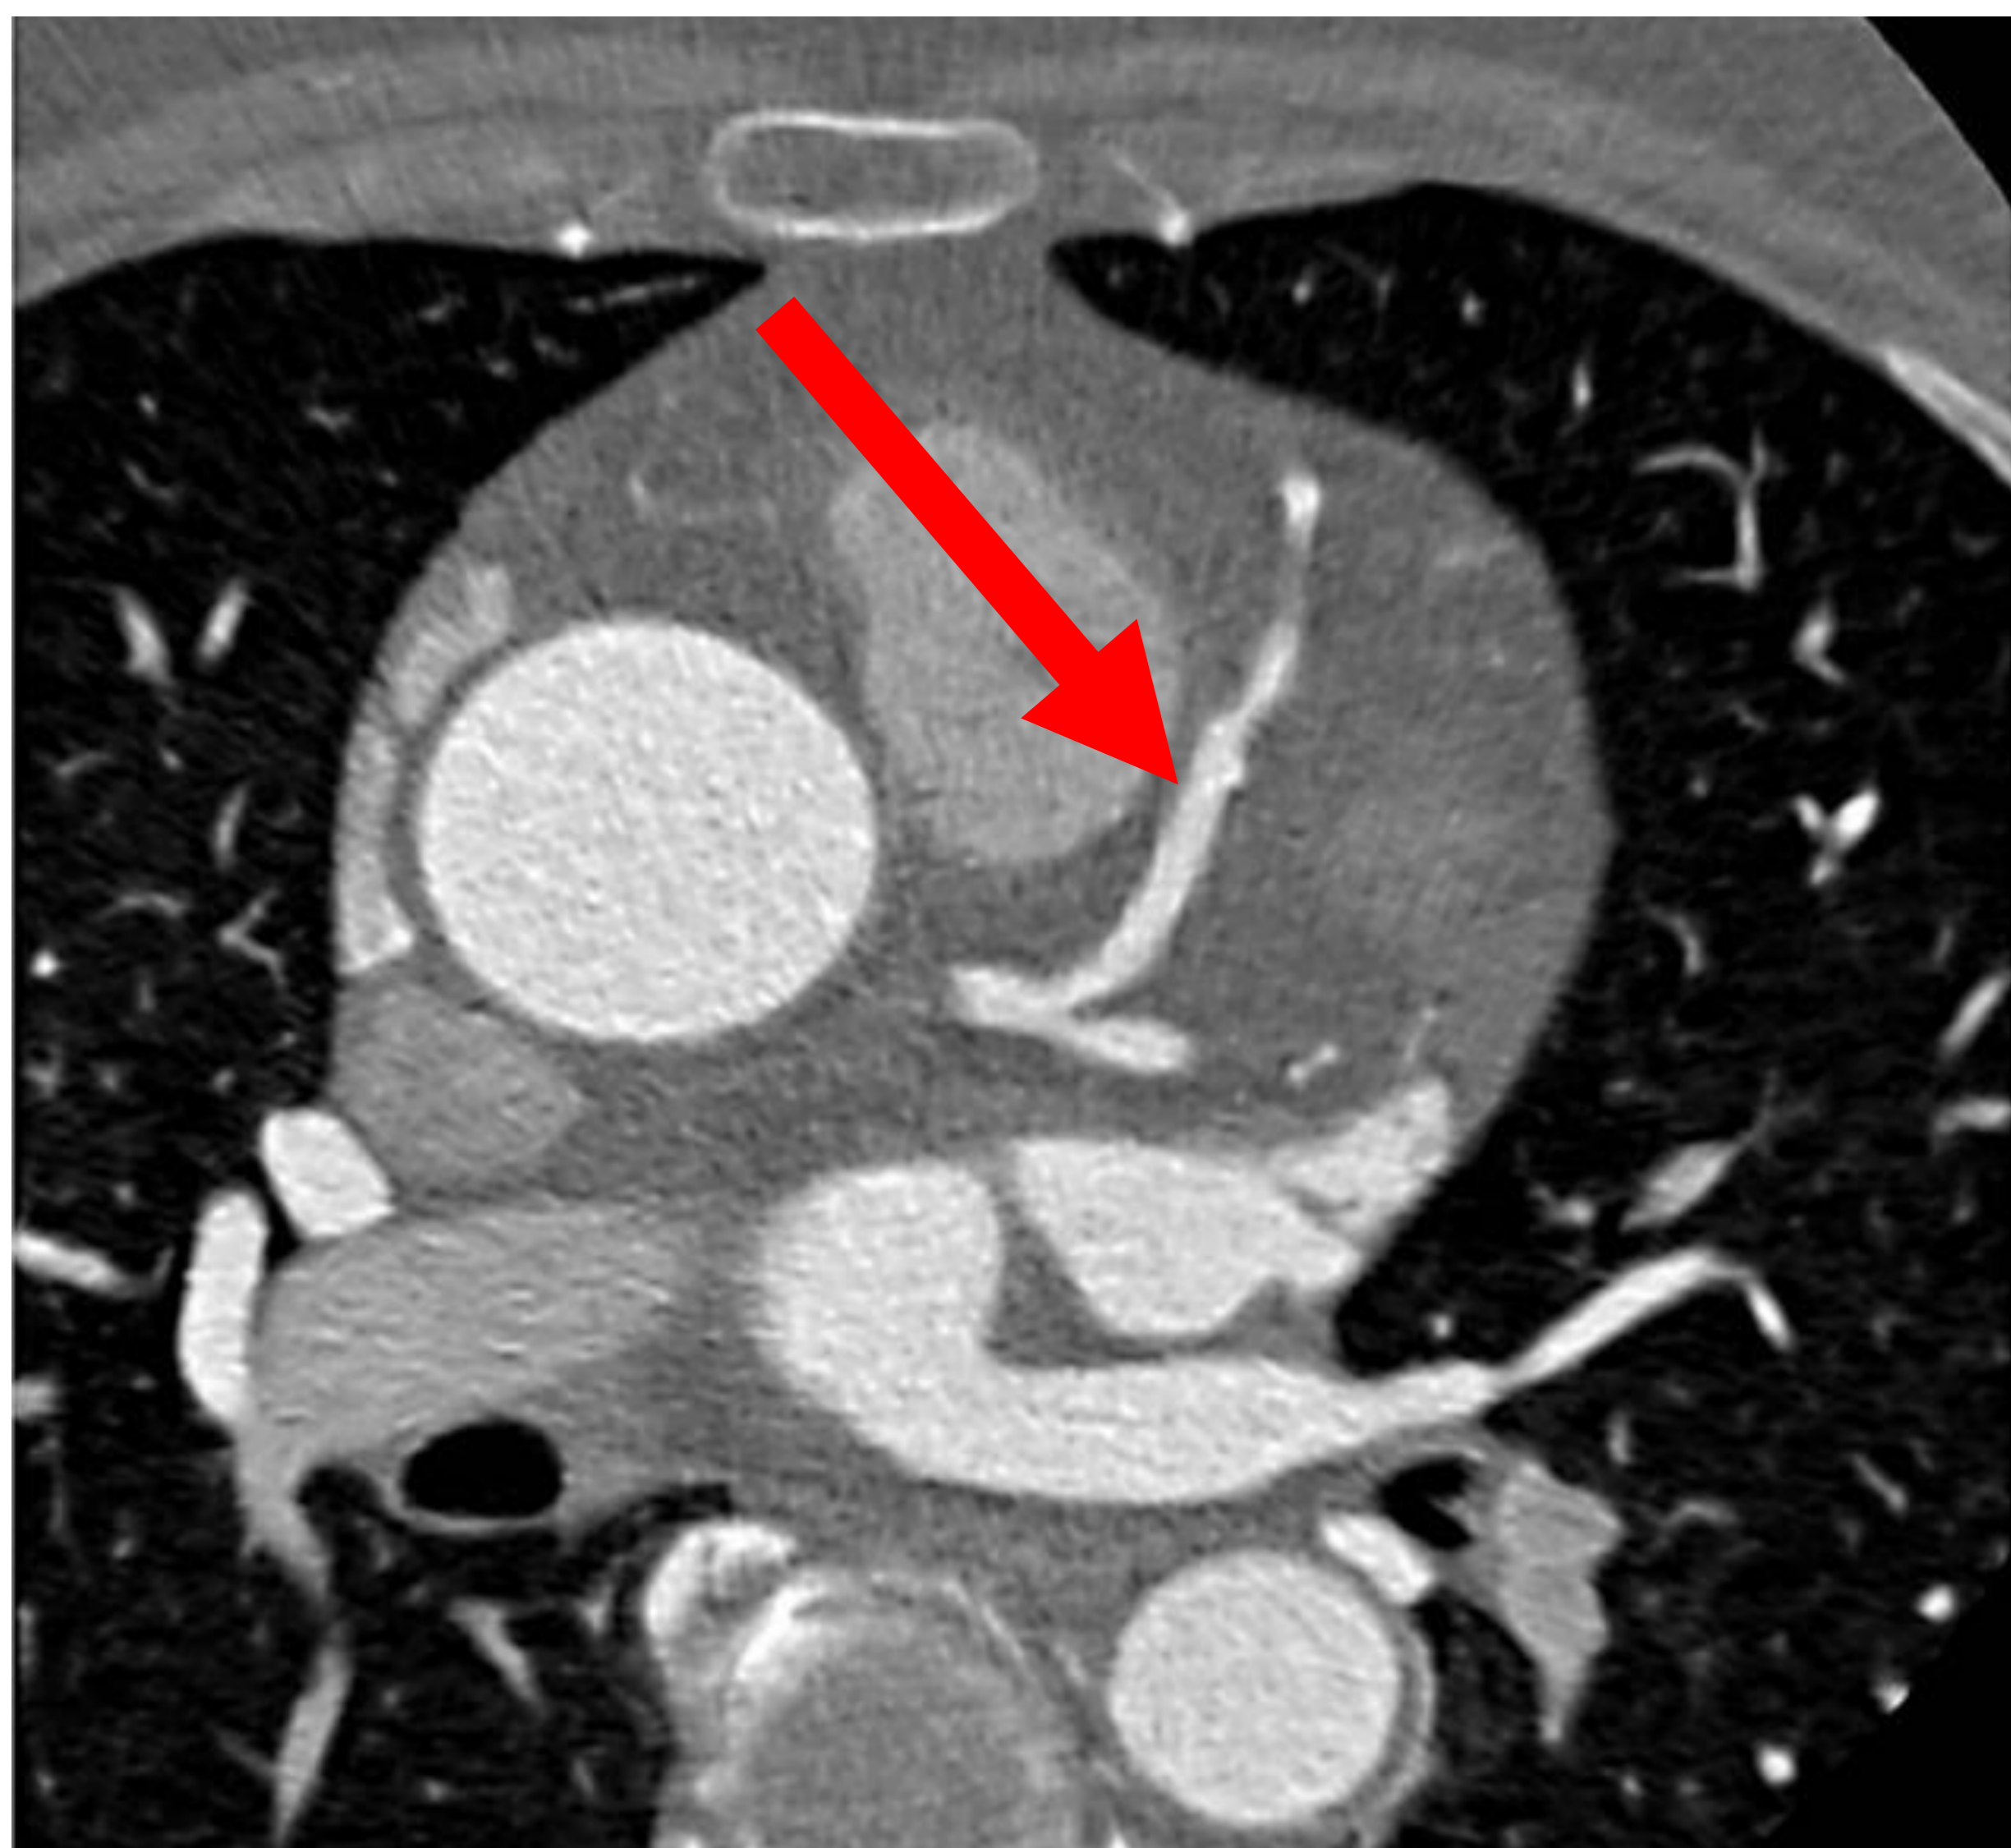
Angio-TC de coronarias. Corte axial donde se aprecia la arteria DA (flecha roja), coronaria derecha (flecha azul) y circunfleja (flecha verde)
